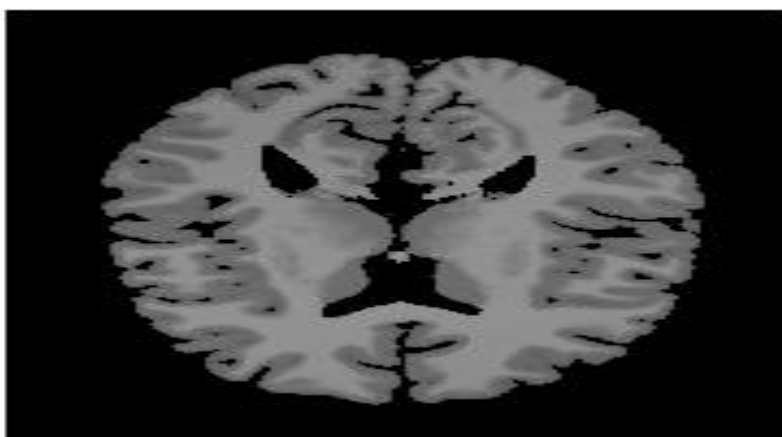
Image IRM brute
